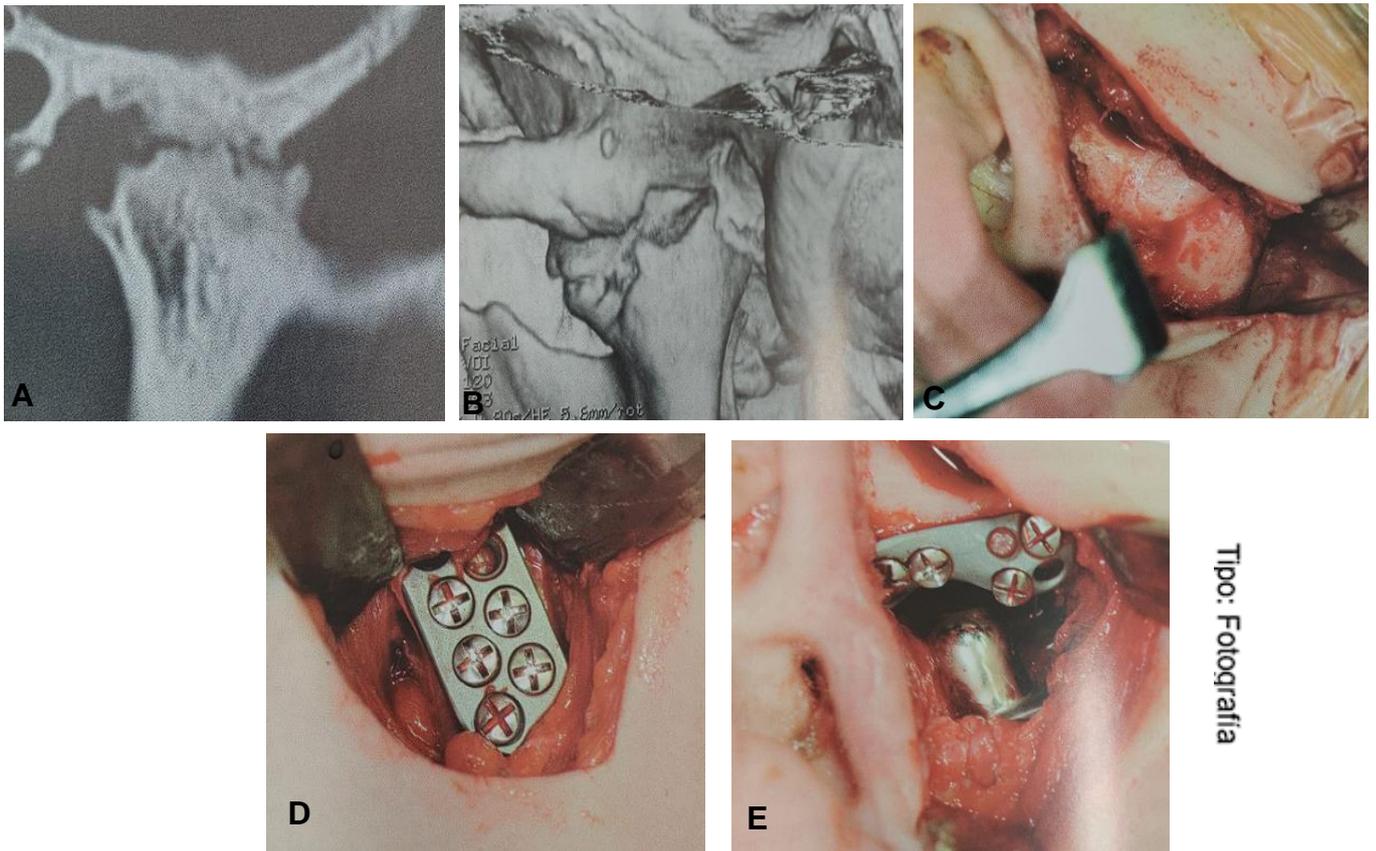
Caso tratado mediante prótesis completa de Christensen A) Detalle radiológico de anquilosis B) TAC radiológico mostrando anquilosis articular C) Visión quirúrgica de anquilosis D) Prótesis completa fosa - cóndilo E) Componente mandibular de la prótesis. [6]
